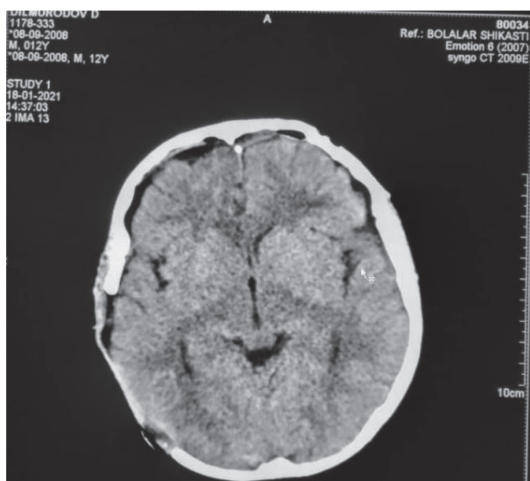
МСКТ пациента 13 лет. Аксиальная проекция. МСКТ-картина: СПО краниотомии теменной области правого полушария головного мозга (дефект костной пластинки)
